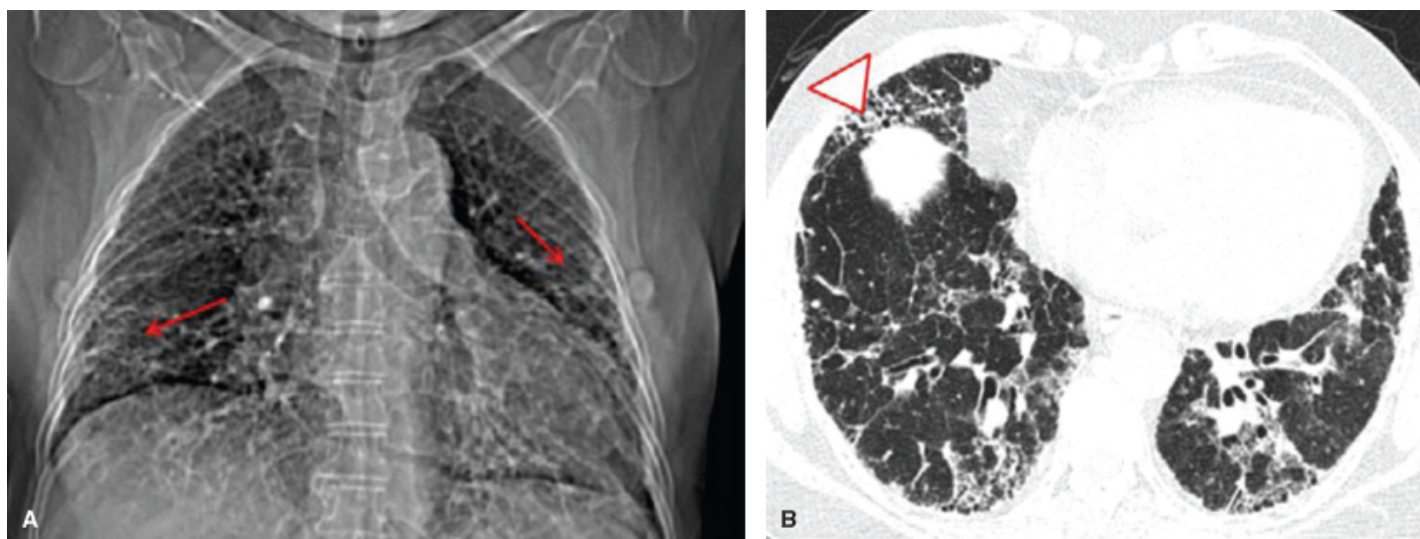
Fibrose pulmonar. Topograma de tórax (A) e imagem axial de TC de tórax (B), evidenciando opacidades reticulares periféricas (*setas em A*), espessamento do interstício intralobular, áreas de faveolamento (*ponta de seta*) e bronquiolectasias de tração (B) de predomínio posterior, subpleural e basal.
